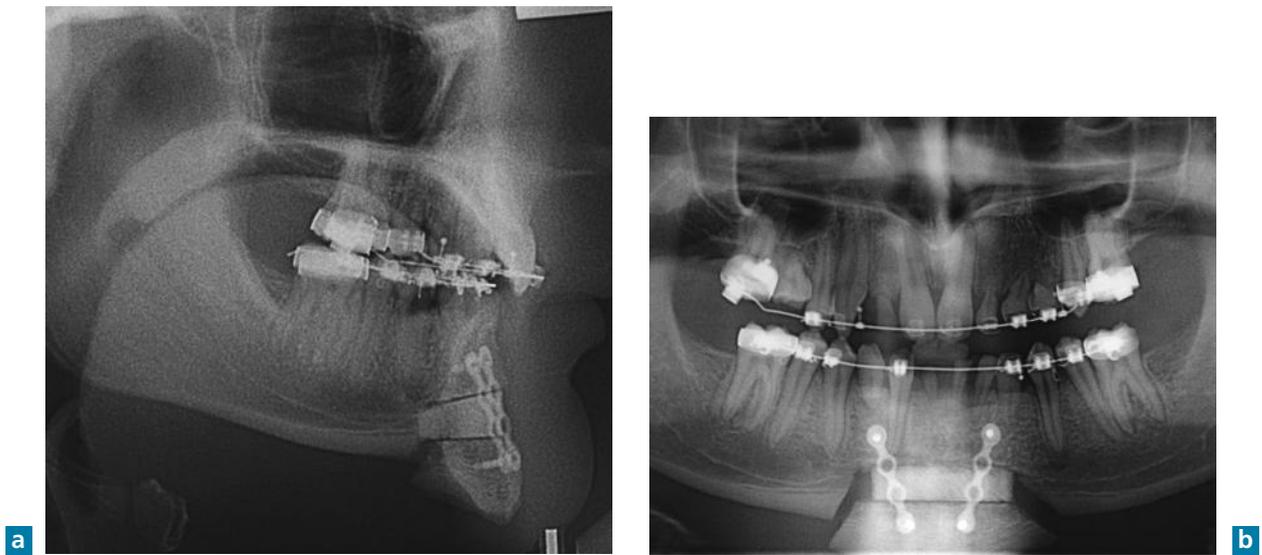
Téléradiographie et panoramique montrant l'apport de la génioplastie d'augmentation verticale réalisée pour favoriser une déplication de la lèvre inférieure, en prévention d'une récurrence de la supra-alvéolie incisive maxillaire (cas du professeur Blanc, CHU de Marseille).
